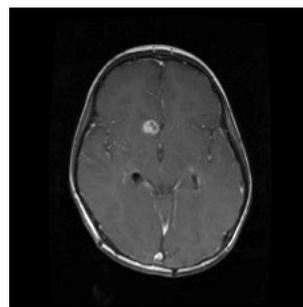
MRI 3 months after start of the acute therapy
